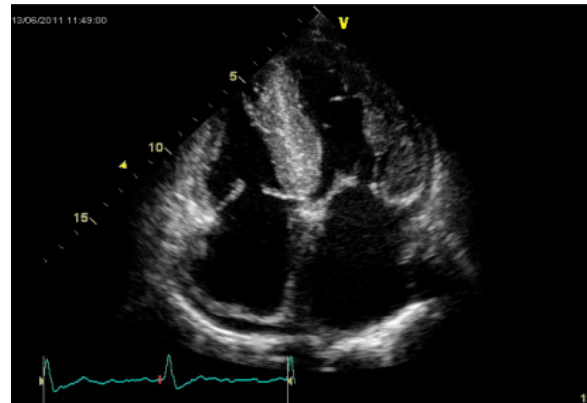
ETT, incidență apical 4 camere la un pacient cu amiloidoză: dilatare biatriala, SIV strălucitor
